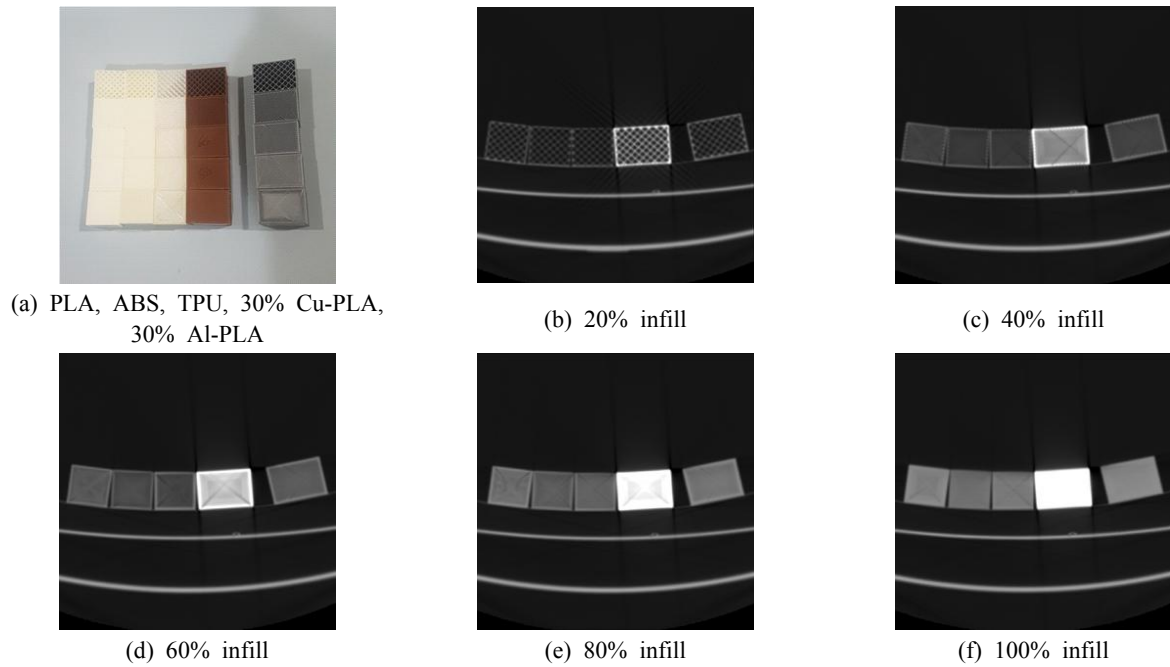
CT scan by infill.
